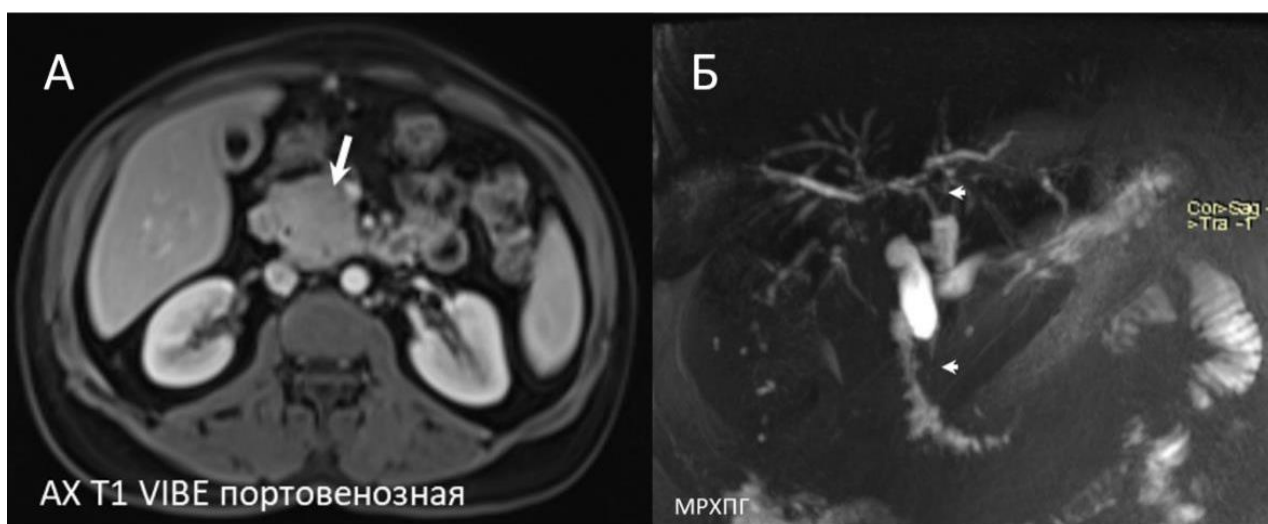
МРТ: головка поджелудочной железы 55×53 мм (стрелка), контуры бугристые, имеется кистозная структура до 50 мм, главный панкреатический проток расширен до 3 мм, расширены боковые протоки (А); МРХПГ– стриктура в терминальном отделе общего желчного протока и области конfluence (короткие стрелки) (Б)
